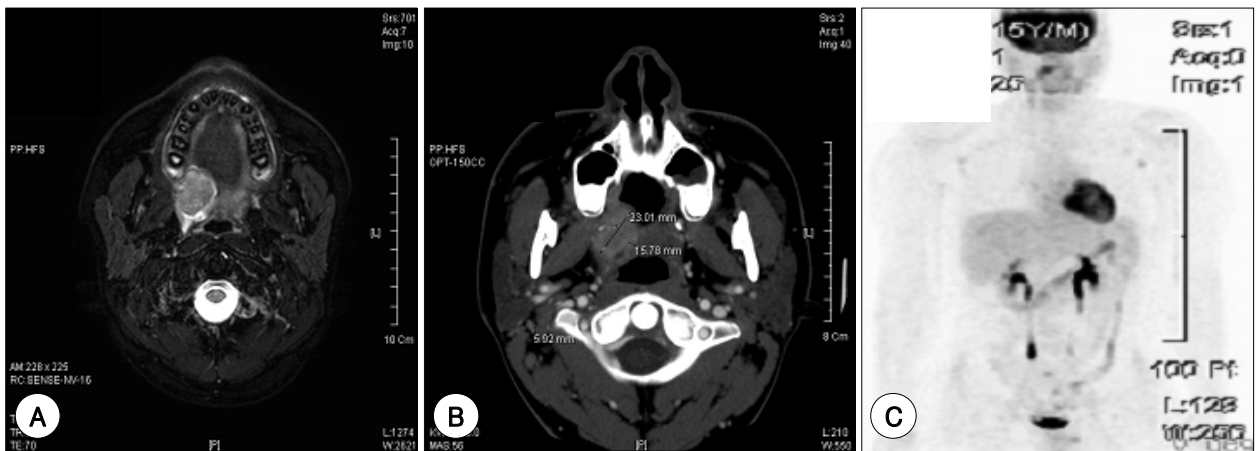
Imaging study. (A) MRI scan and (B) CT scan. Soft tissue mass at right soft palate Enlarged LN at both upper internal jugular chain(level II). Multiple another small LNs at both submandibular space, spinal accessory chain(level I and level V). (C) PET CT scan. Abnormal hypermetabolic lesion at Rt soft palate(max SUV 6.51). Increased FDG uptake LN at Rt upper internal jugular chain(max SUV 2.57).
